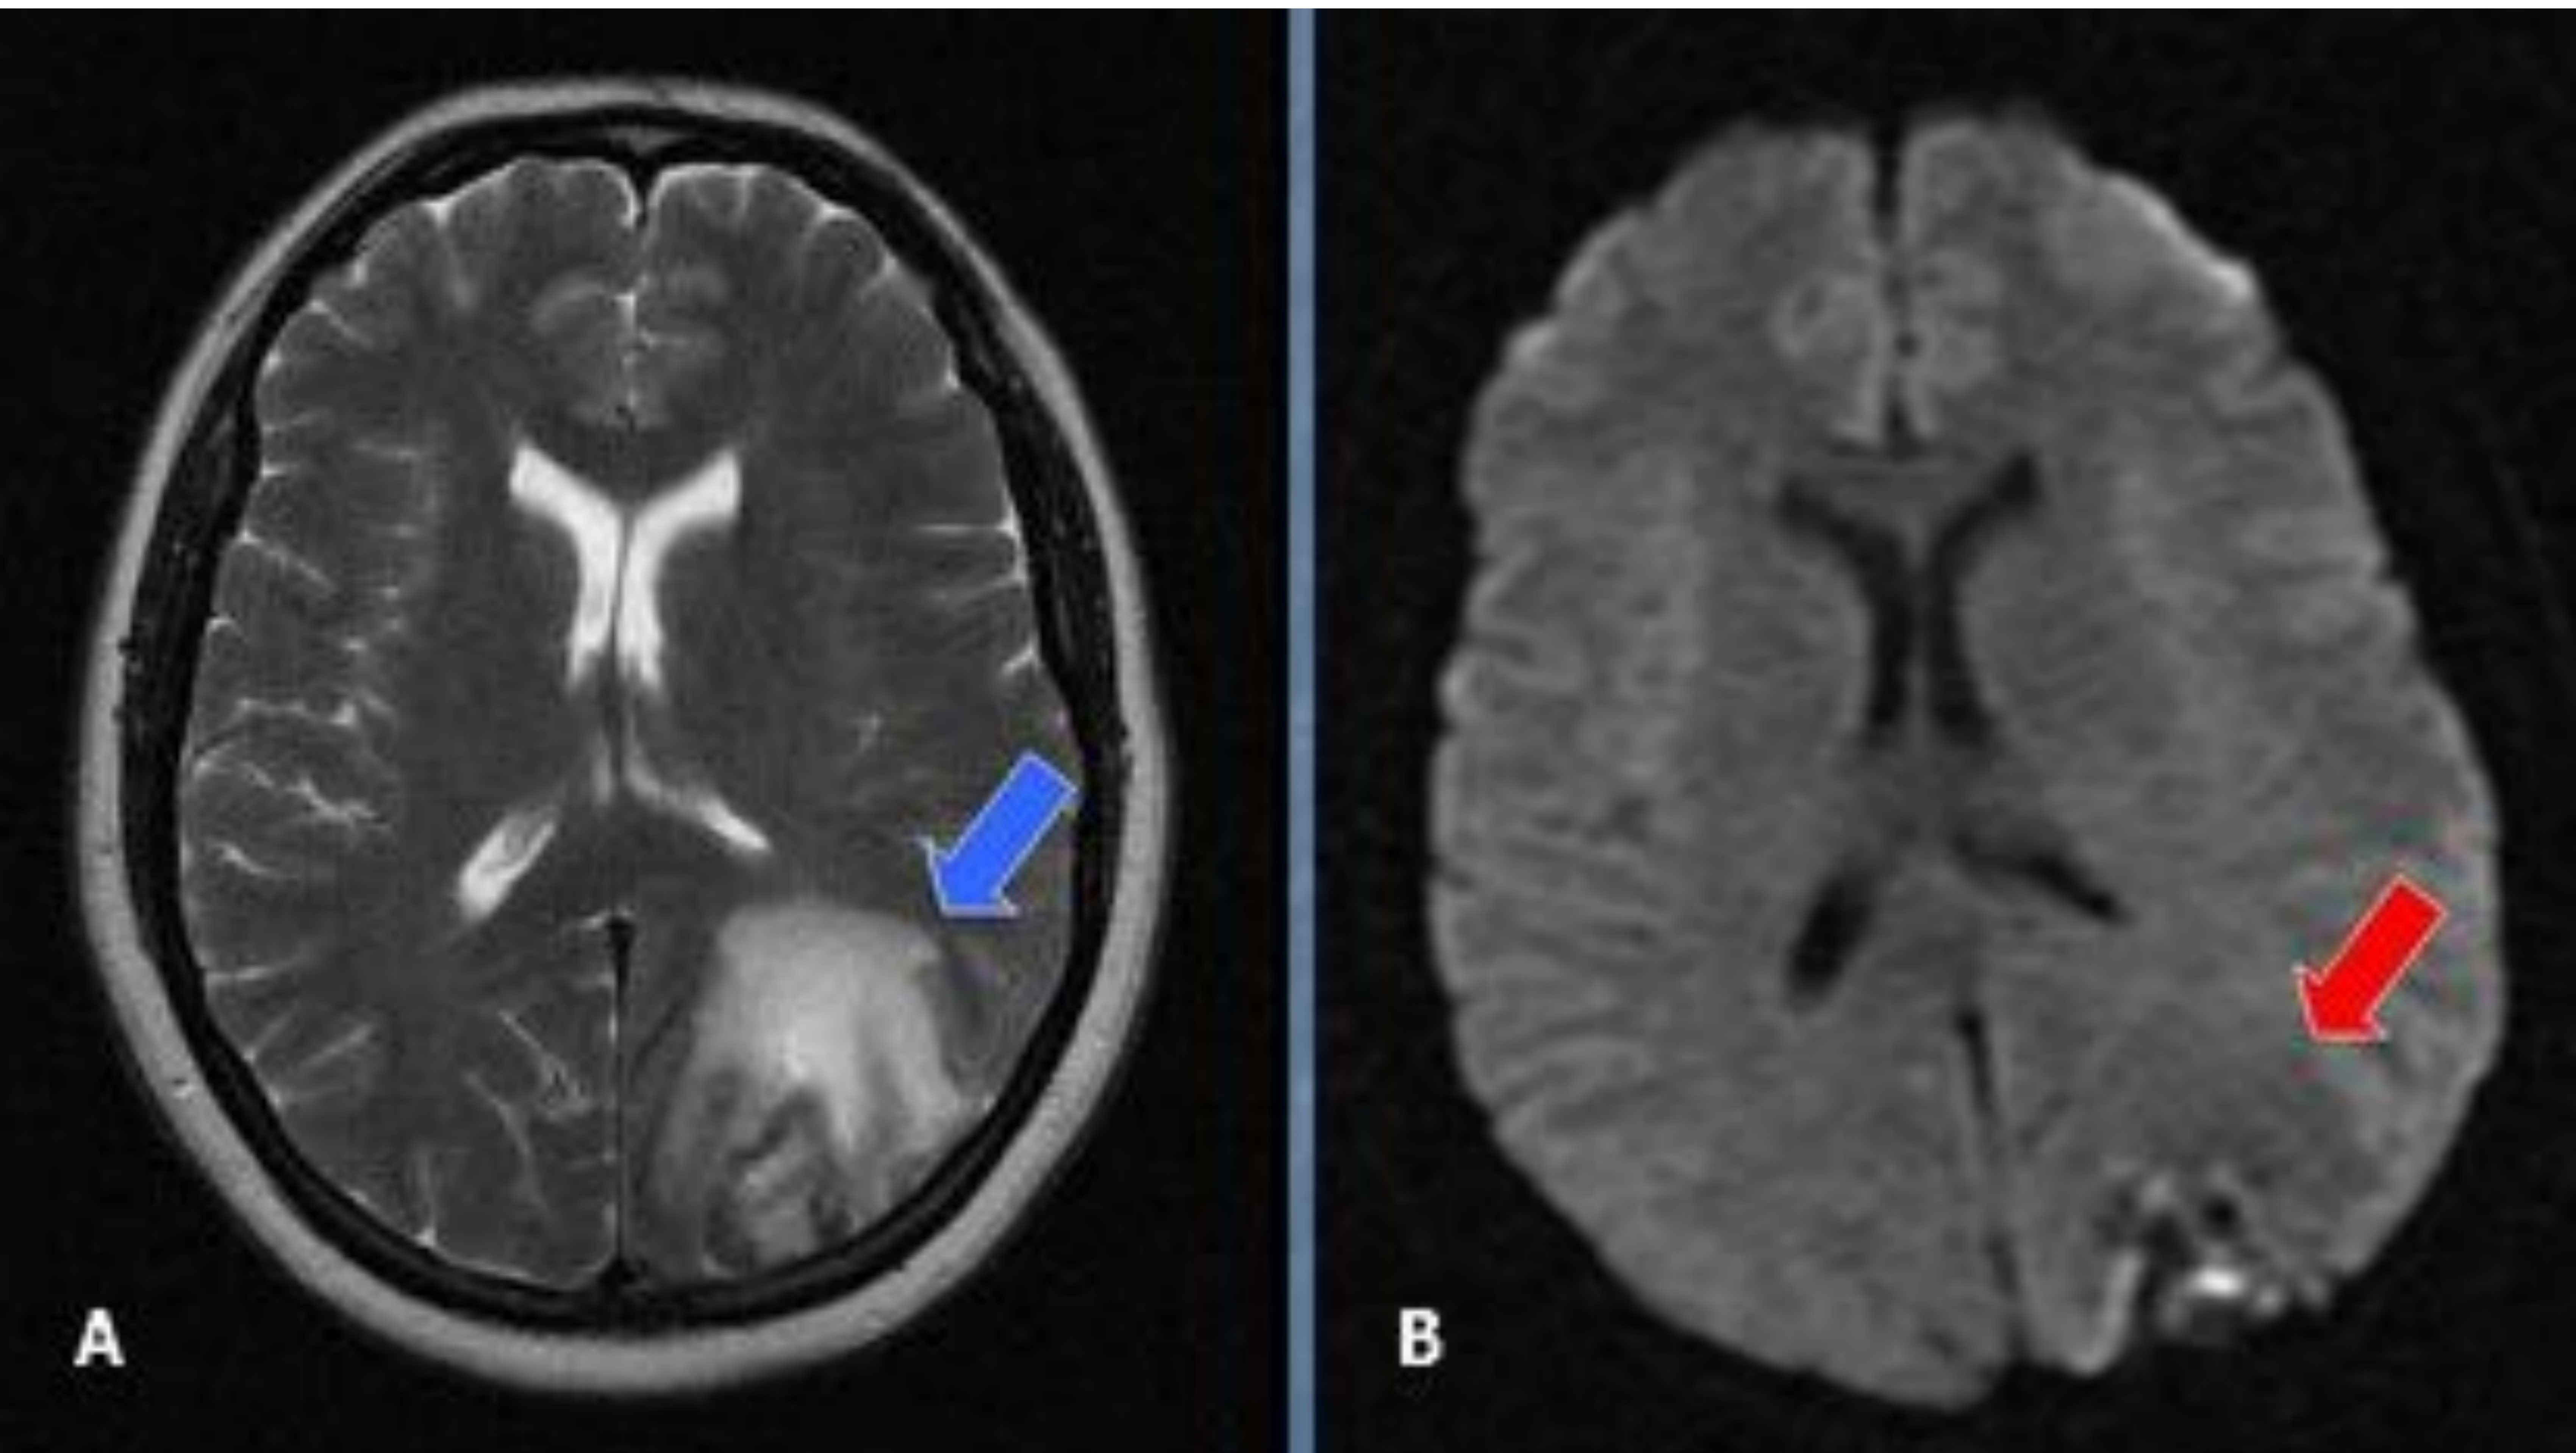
Misma paciente que las figuras 3, 4, 5, 6. A: la imagen de RM potenciada en T2 muestra edema hiperintenso (flecha azul). B: el edema presenta hipointensidad en la secuencia de difusión y, por lo tanto, es edema vasogénico (flecha roja). Se realizó un estudio de coagulación en el paciente, que no mostró alteraciones.
